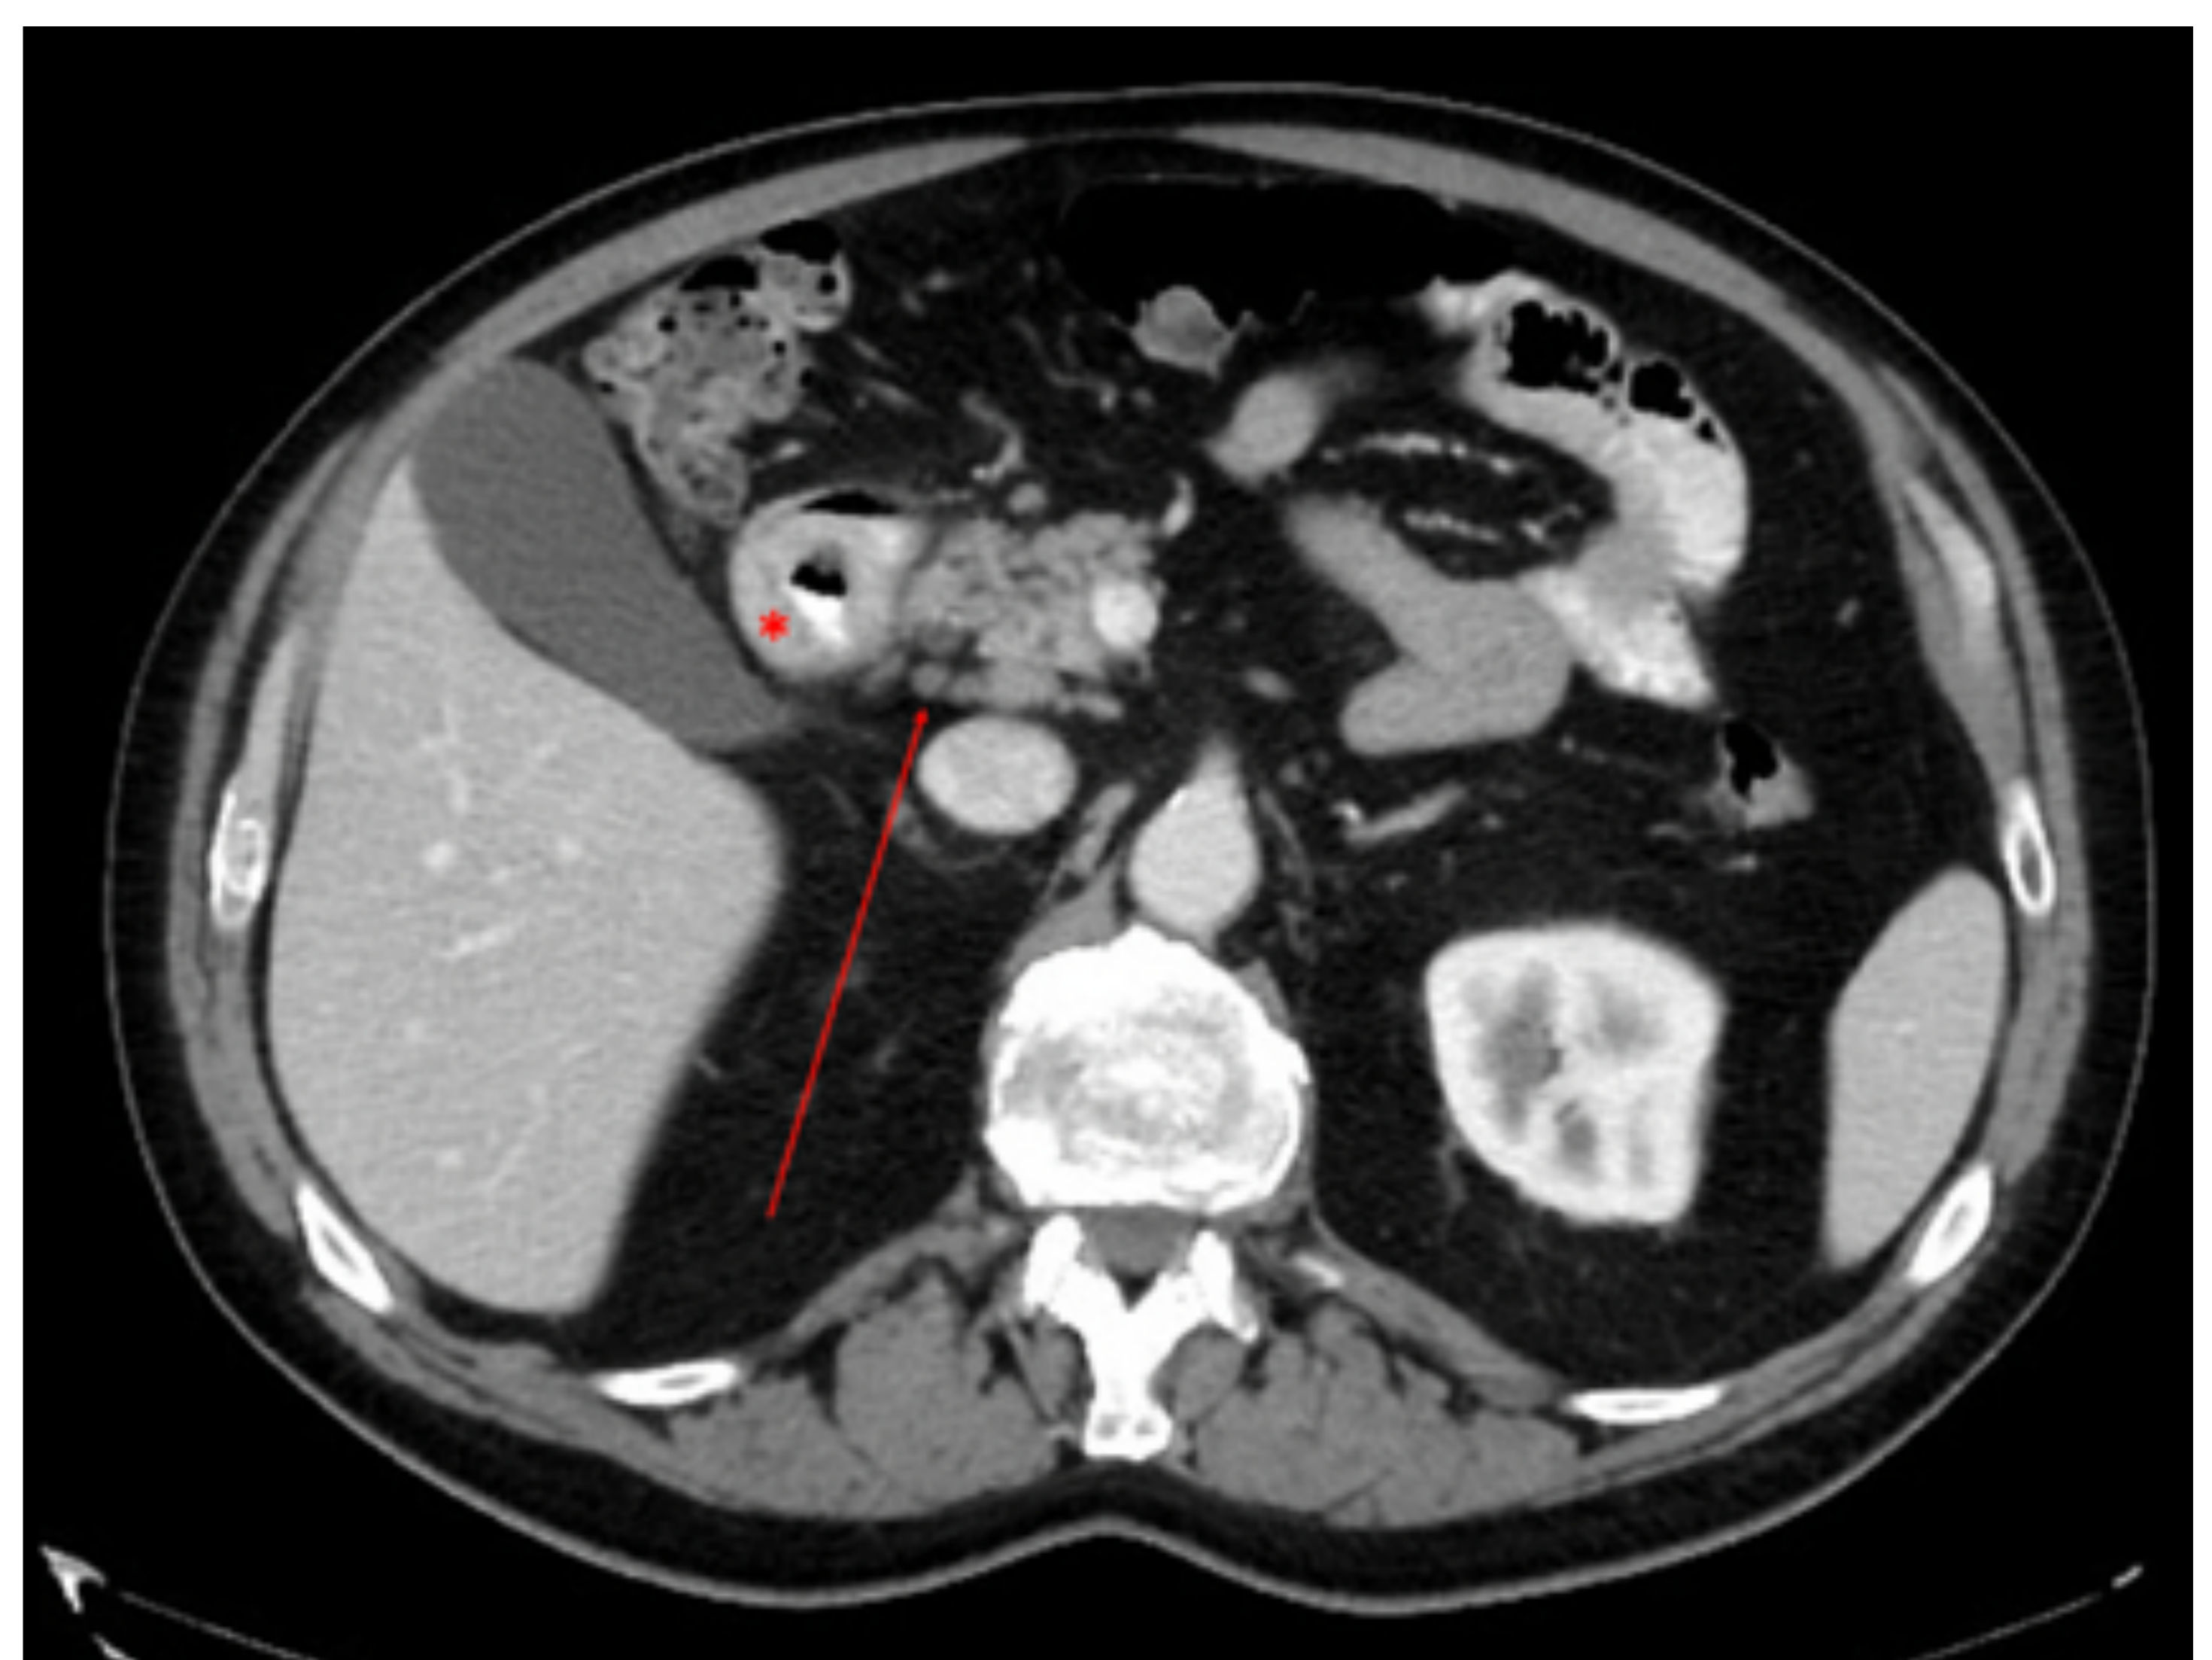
Adenocarcinoma de duodeno. TC abdominopélvico, corte axial. Engrosamiento irregular y circunferencial de la pared de 2ª porción duodenal (\*), con adenopatías retropancreáticas (flecha roja).
